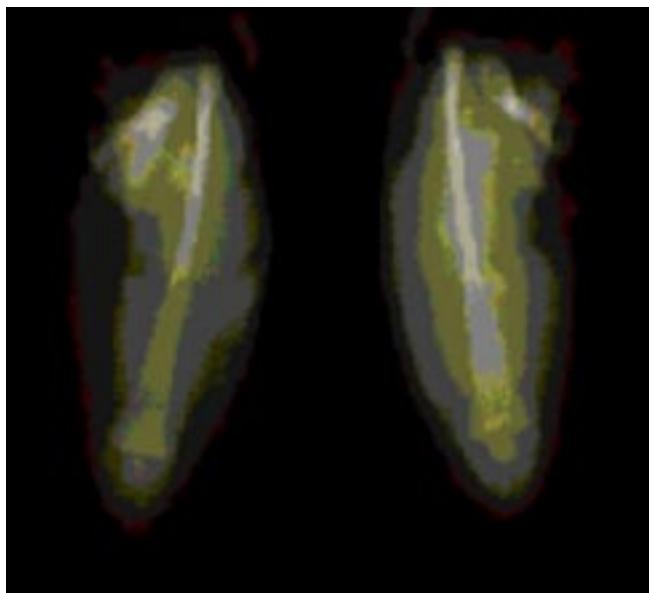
Radiografías del miembro supernumerario donde se observa el fémur y rótula solamente.
